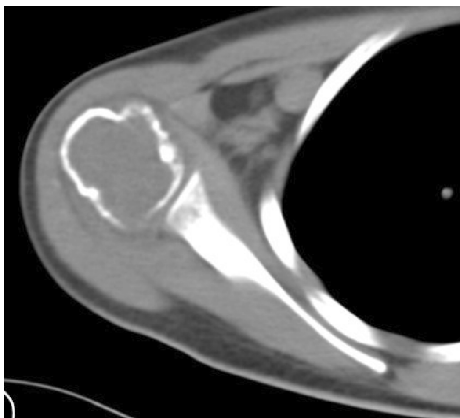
右侧肱骨上段骨巨细胞瘤术前 CT 水平面
